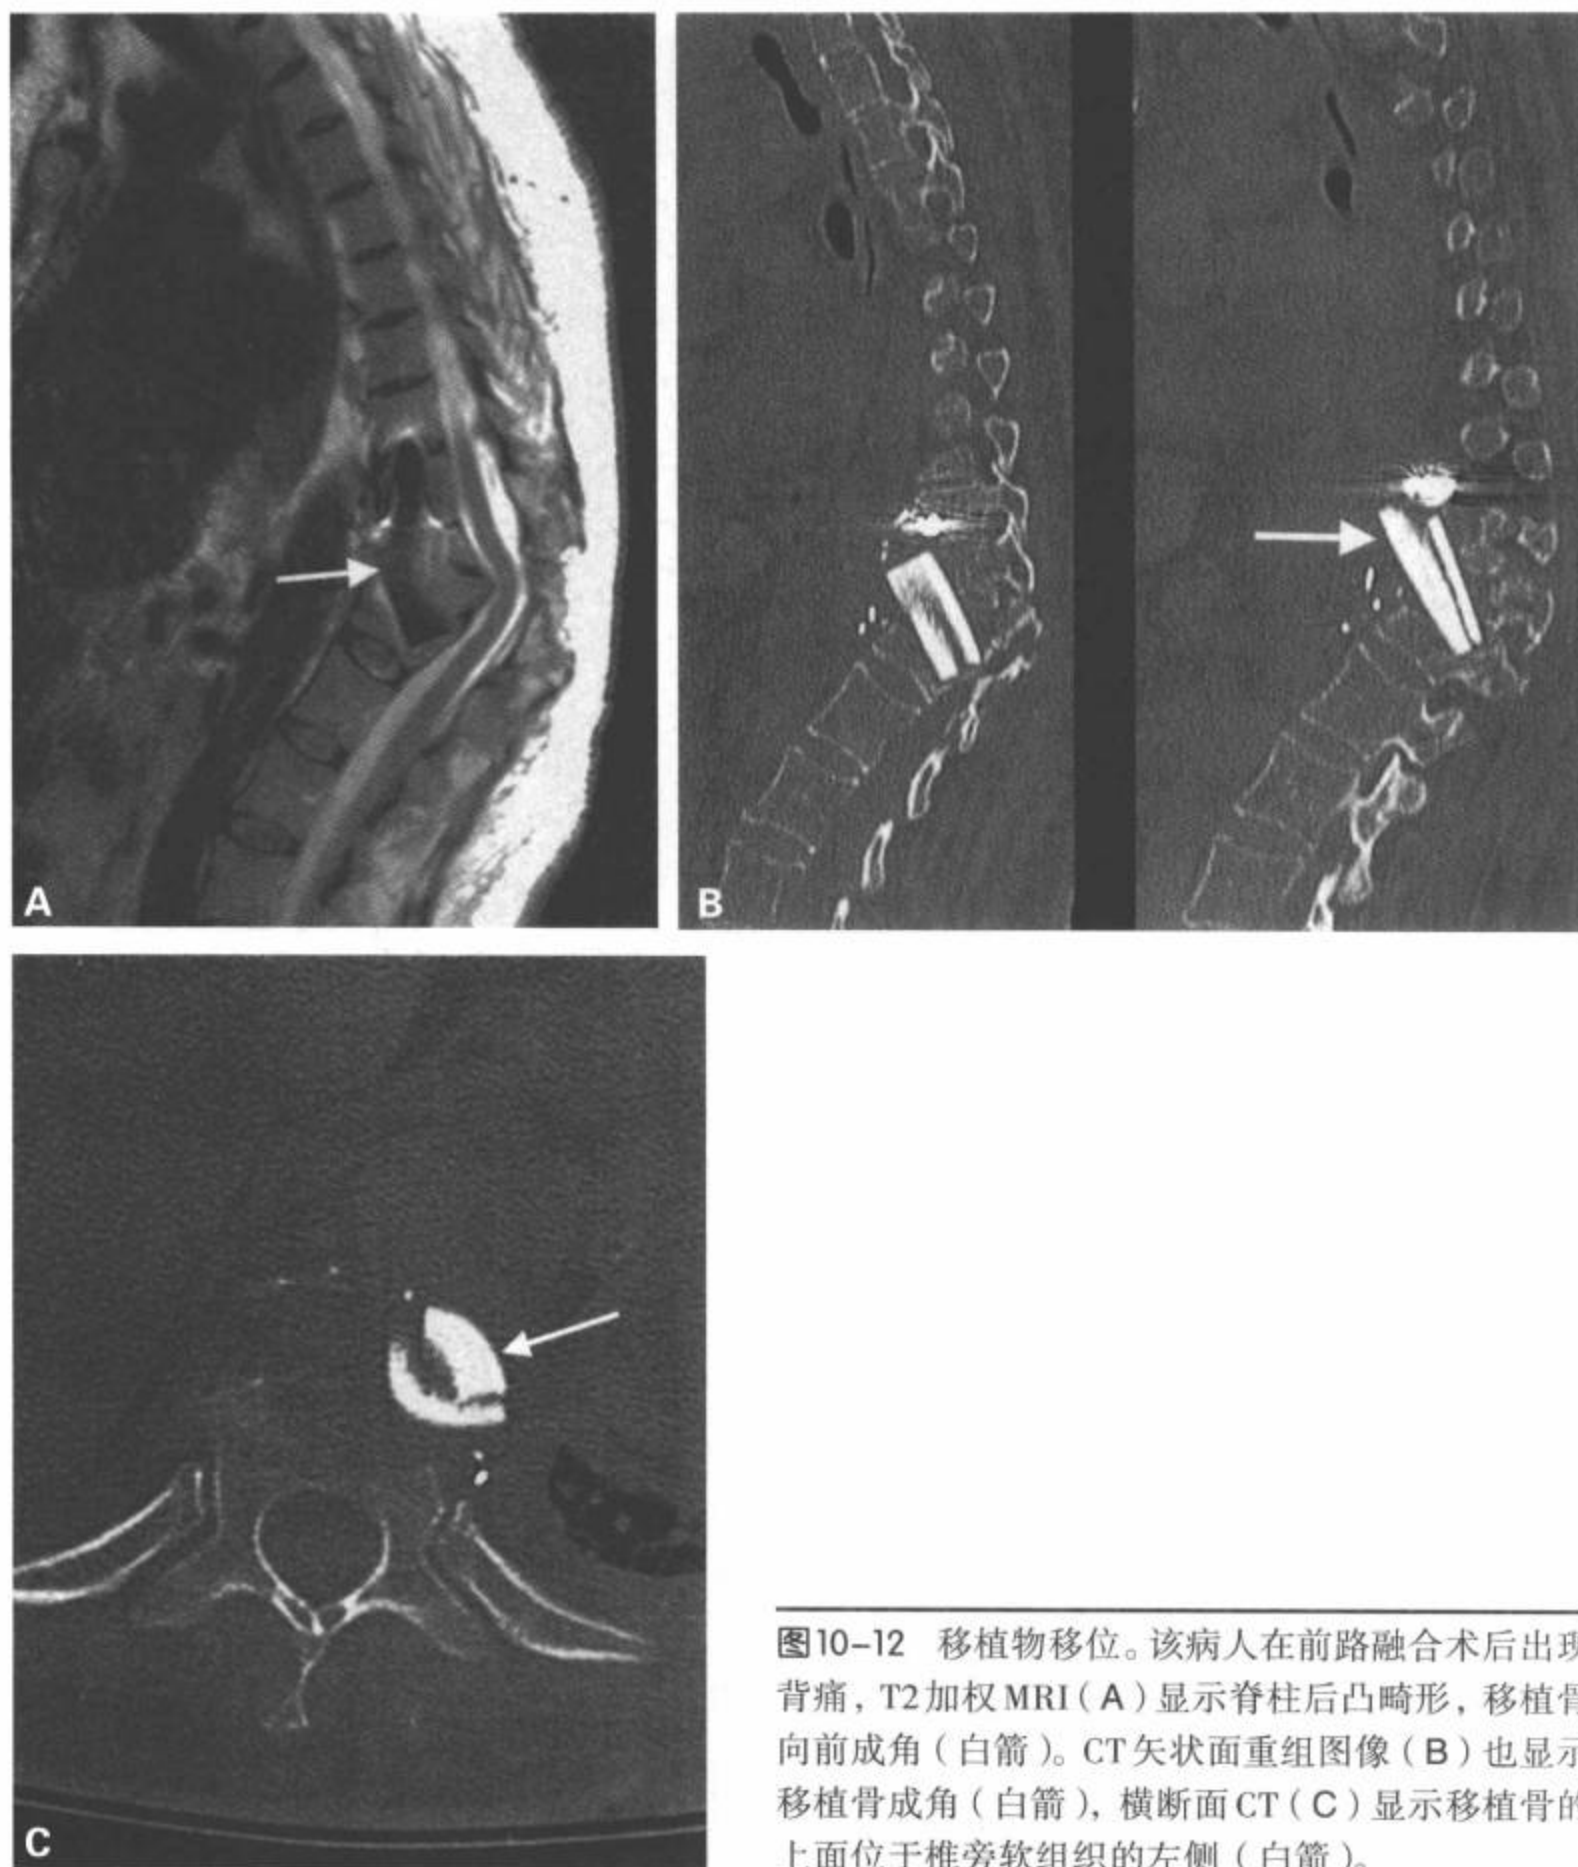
移植物移位。该病人在前路融合术后出现背痛，T2加权MRI (A) 显示脊柱后凸畸形，移植骨向前成角 (白箭)。CT矢状面重组图像 (B) 也显示移植骨成角 (白箭)，横断面CT (C) 显示移植骨的上面位于椎旁软组织的左侧 (白箭)。
